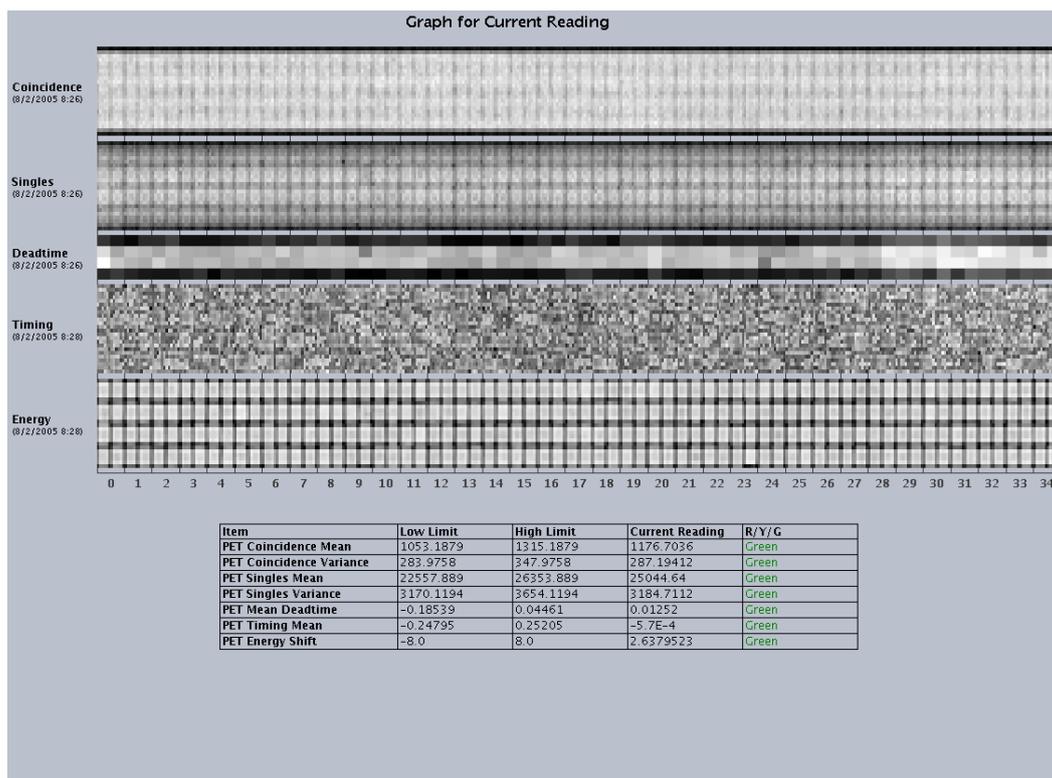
Tipico report grafico del CQG per il tomografo PET D-ST.
